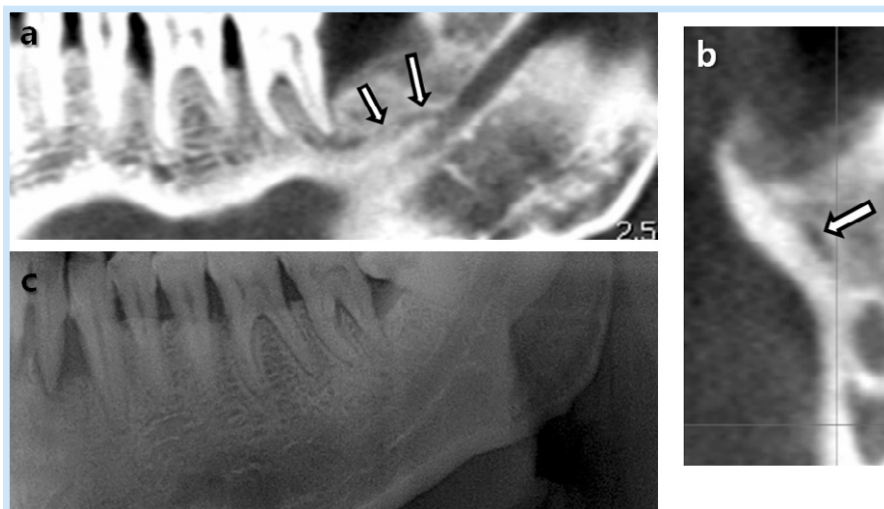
Bifid canal, (a,b) The bifid canal was observed in the CT image, (white arrow) (c) The panoramic view of the same patient.
